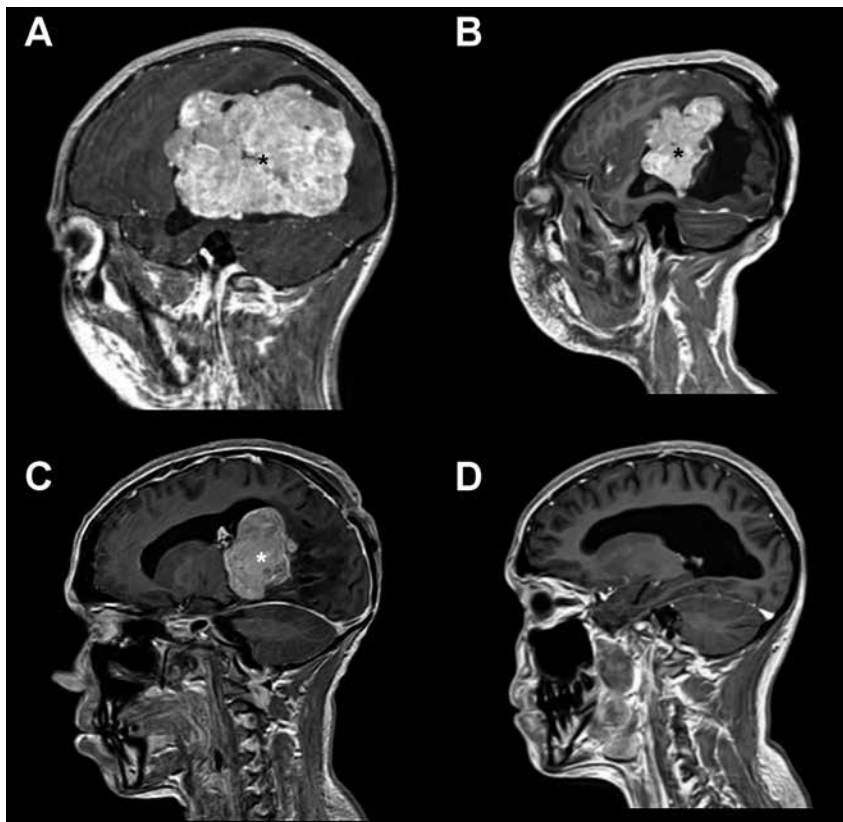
Papiloma de plexo coroideo en RM craneal. Masa en ventrículo lateral izquierdo (*) con intensa captación de contraste extirpada completamente en tres tiempos. A. Corte sagital en T1 con contraste pre operatorio. B. Corte sagital en T1 con contraste tras primera intervención. C. Corte sagital en T1 con contraste tras segunda intervención. D. Corte sagital en T1 con contraste tras tercera y última intervención.
